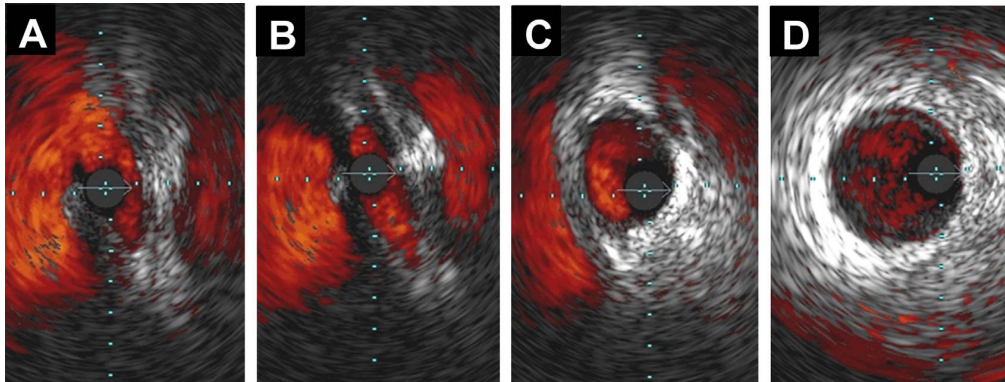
Images d'échographie endocoronaire d'une anomalie de connexion coronaire droite avec trajet préaortique (ou interartériel) avec des coupes axiales de l'ostium (A), du trajet intramural (B), du trajet juxtamural (C) et du trajet normal extramural (D) [71].
